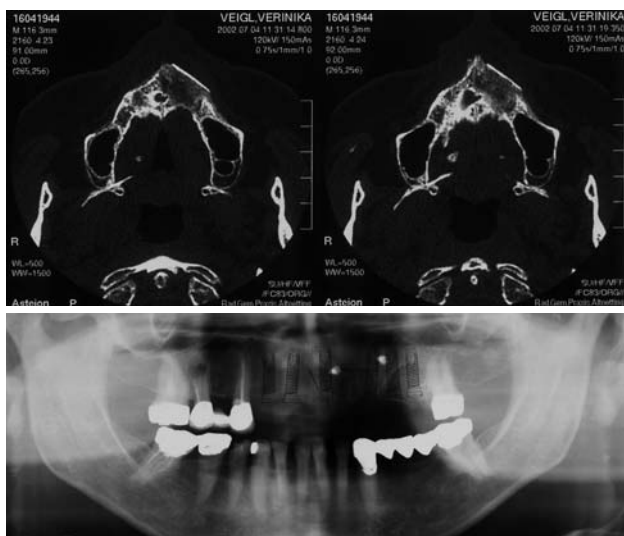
Kontroll-CT sechs Monate nach Augmentation. Knöcherne Durchbauung des ehemaligen Defektes. Anterior ist noch ein Teil des kortiko-spongiosen Transplantats zu erkennen. – Abb. 9: Röntgenologische Situation nach der Augmentation: Das Knochenangebot ist nun ausreichend, um sechs Implantate zur Brückenversorgung zu inserieren. Regio 22 und 24 sind noch die Osteosyntheseschrauben zu erkennen.
